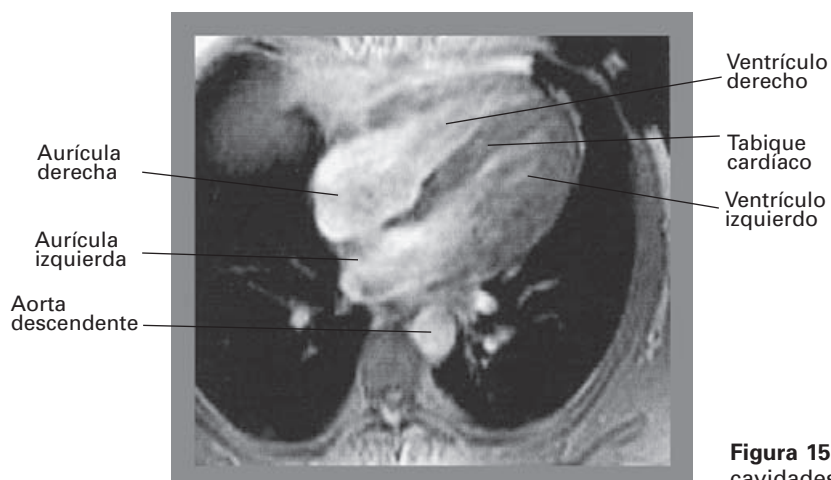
RM transversal de tórax que muestra las cavidades cardíacas.
